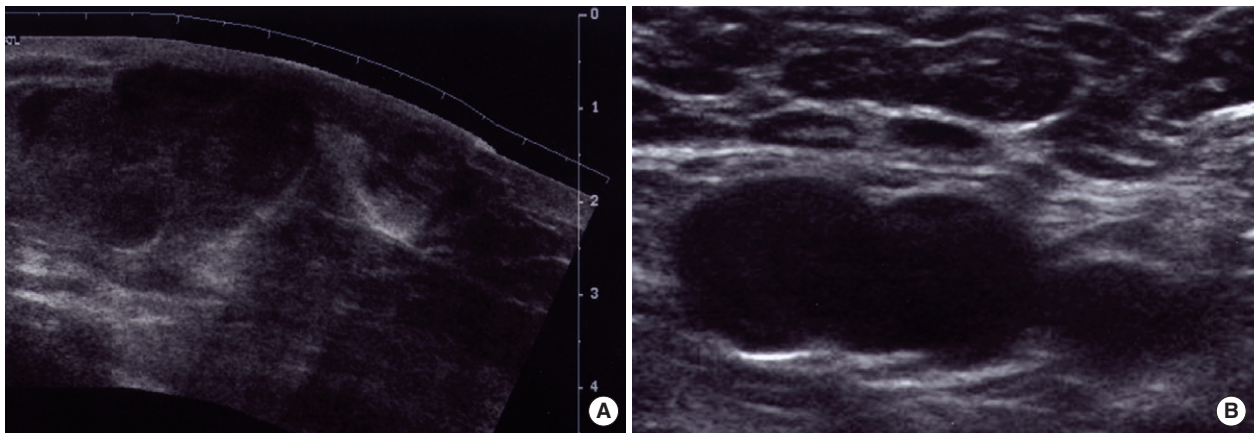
The ultrasonographic findings of malignant fibrous histiocytoma. Several large hypoechoic & isoechoic masses are noted in lower half of right breast and part of them are located in subcutaneous layer (A) and lymph nodes in right axilla are enlarged (B). These findings are included in BI-RADS category 5.
